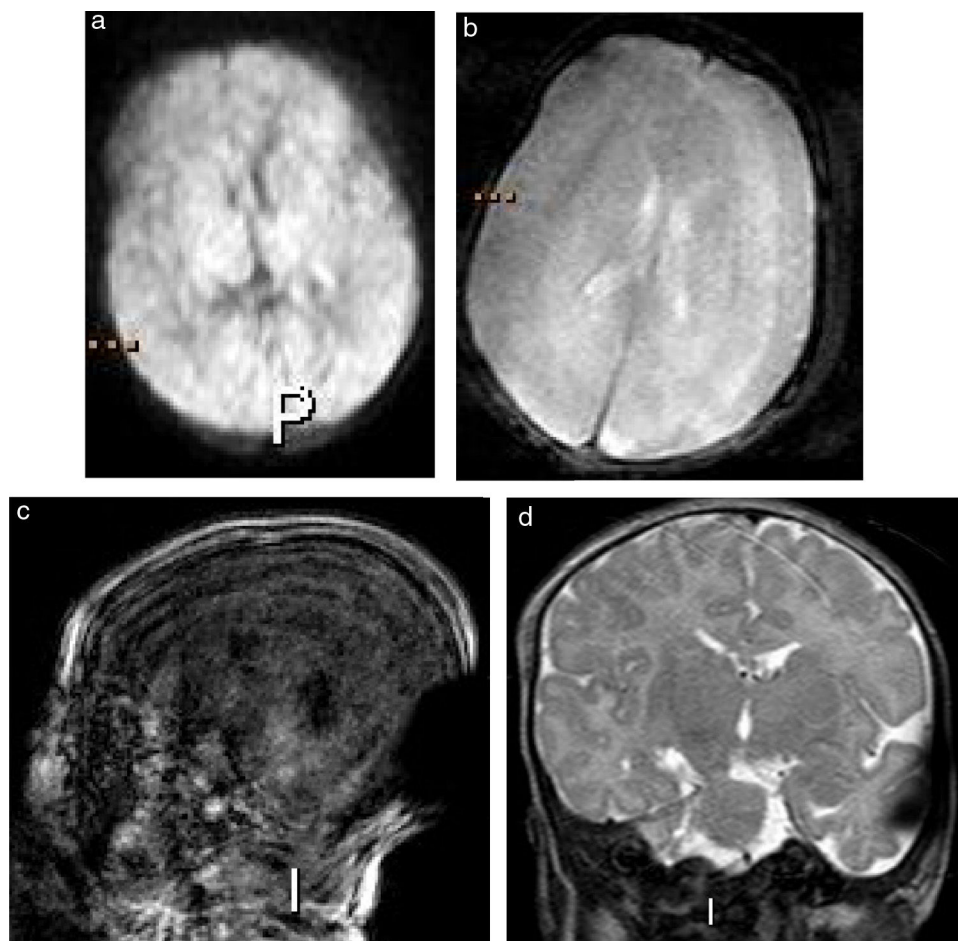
Imágenes de secuencias de resonancia magnética axial difusión (a), eco de gradiente (b), sagital T1 3D (c) y coronal T2 (d) de un niño a término de 14 días por sospecha de asfixia perinatal. Este estudio fue realizado de manera ambulatoria con la técnica de dar de comer y dormir y fijación con colchón. Fue evaluado por los tres revisores como de muy baja calidad, con artefactos de movimiento en todas las secuencias, por lo que se sugirió repetirlo con anestesia general.
